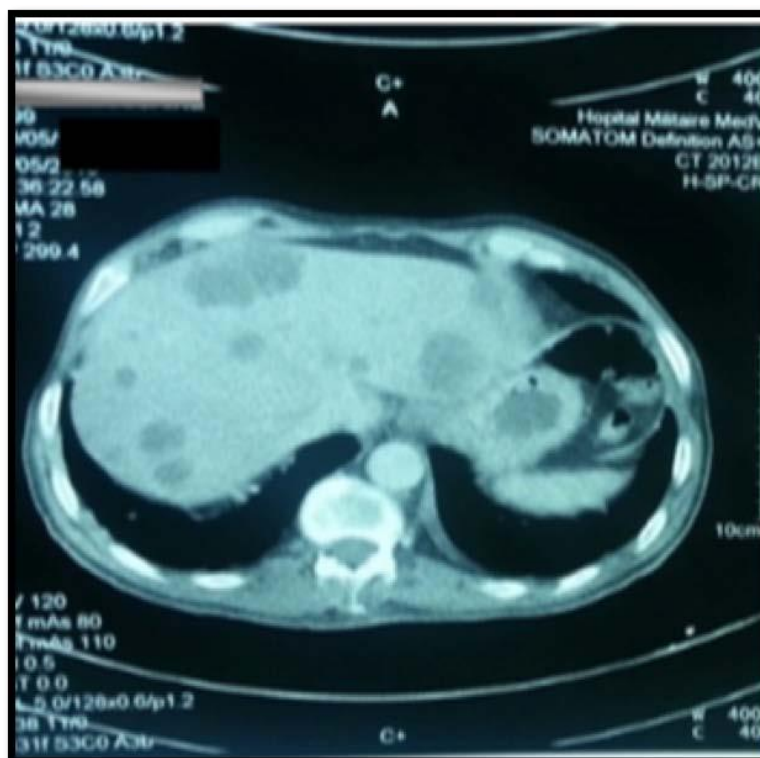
TDM abdominale montrant des métastases hépatiques multiples.
